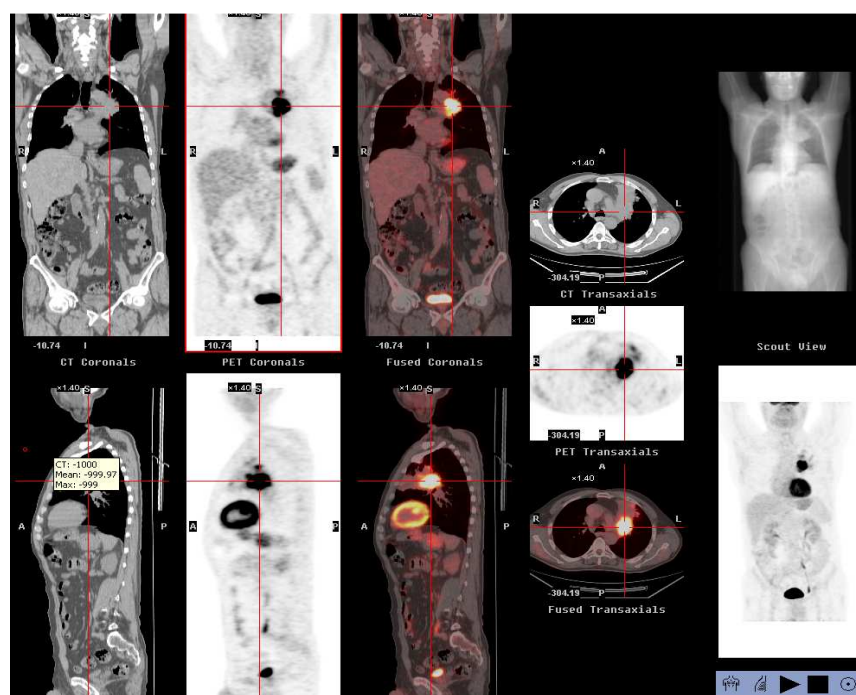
Imagen de TAC, PET y fusión de ambas de un estudio de cuerpo completo con FDG.
